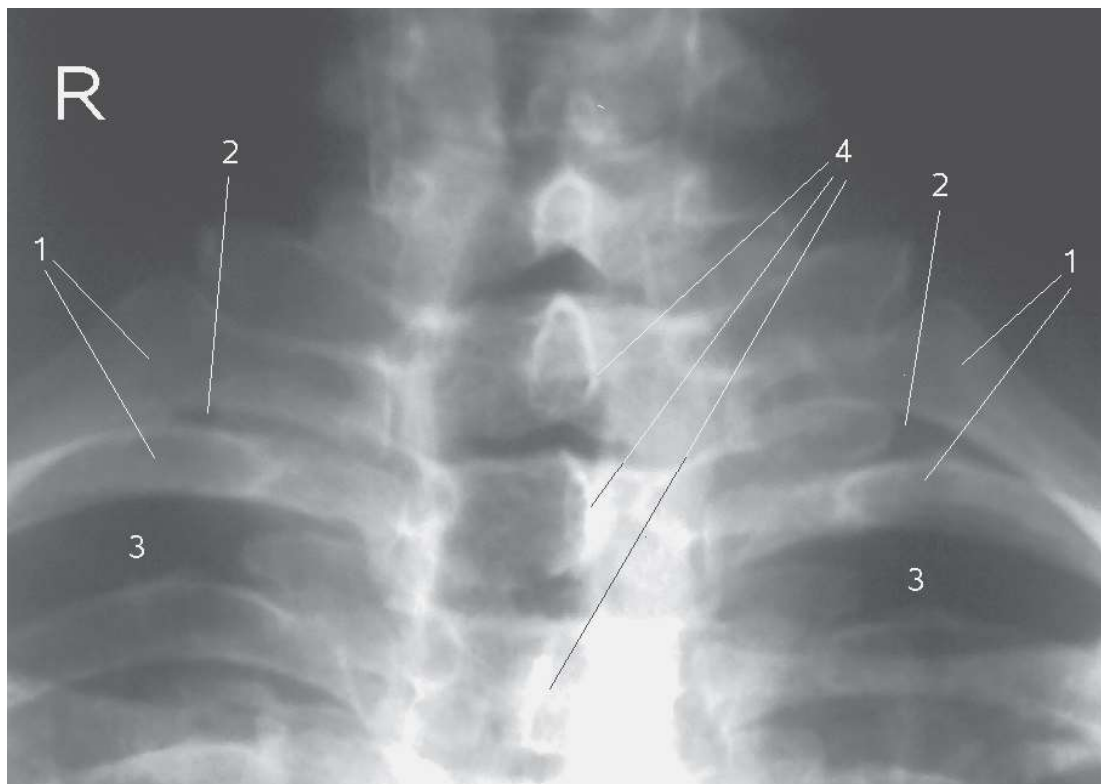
Рентгенологические признаки синдрома ФБ ВАГК.
